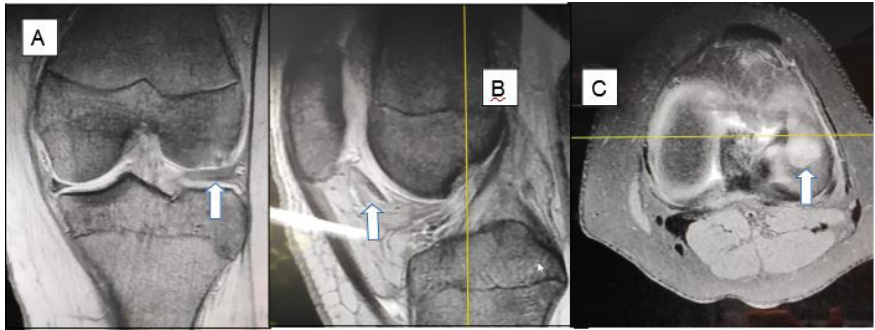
Observamos diferentes cortes de la RM. A) Coronal B) Sagital C) Axial. En ellos podemos observar (señalado con una flecha) un defecto osteocondral en la superficie articular del cóndilo femoral externo y lo que parece un fragmento osteocondral libre
